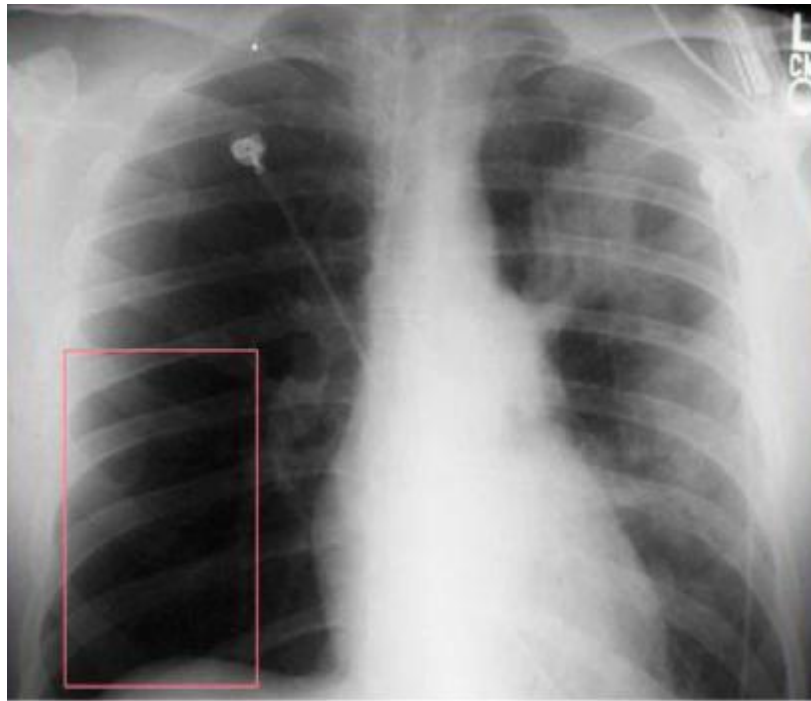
Radiographie thoracique de Face, montrant une hyperclarté droite localisée (Signe de Westermark),(cadre)(51).
